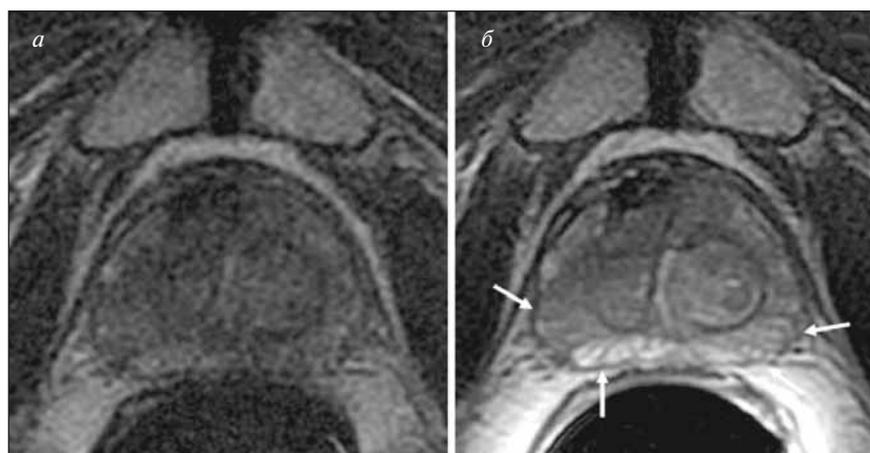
Прицельные магнитно-резонансные томограммы предстательной железы с выключенным (а) и включенным (б) эндоректальным датчиком. Во втором случае дифференцируются центральная и периферическая зоны, визуализируется капсула железы (стрелки)
